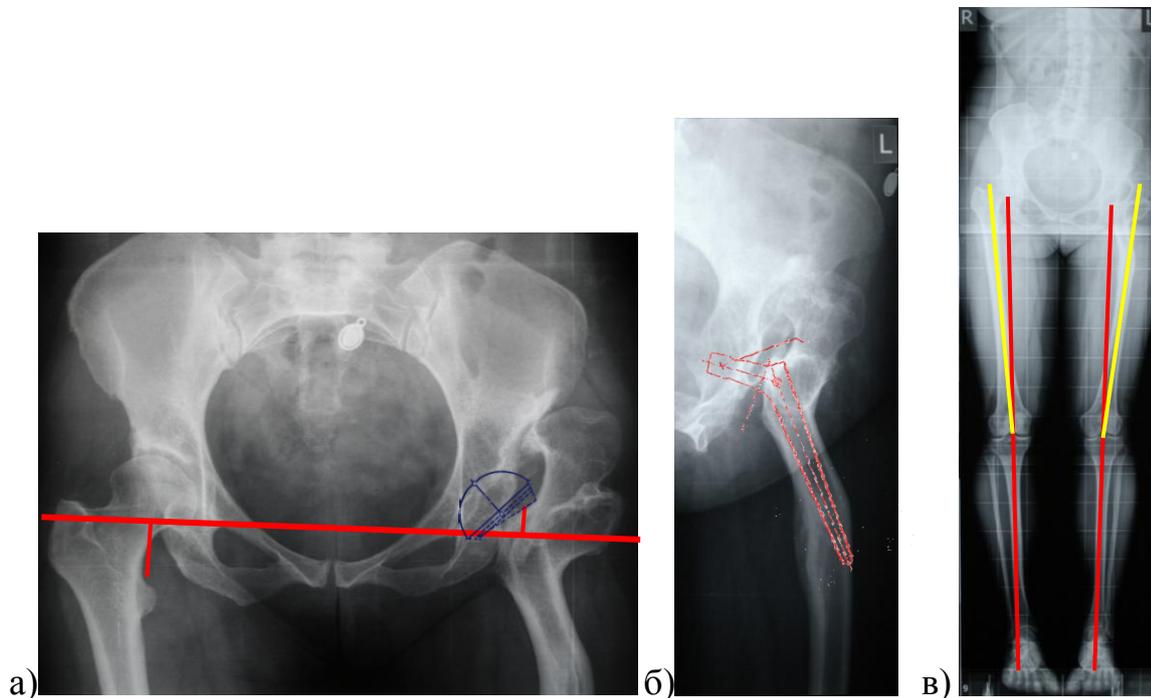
Рентгенограммы пациентки А., 41 года с левосторонним высоким вывихом бедра (Crowe IV) и двухуровневой многоплоскостной деформацией левой бедренной кости: а – на обзорной рентгенограмме таза визуализируется укорочение левой нижней конечности на 4,5 см, планируется установка вертлужного компонента в область истинной вертлужной впадины; б – на боковой рентгенограмме бедра визуализируется двухуровневая многоплоскостная деформация бедренной кости; в – на телерентгенограммах обеих нижних конечностей укорочение составляет 2,5 см, механические оси конечностей близки к норме, длина левого бедренного сегмента больше правого на 2 см
